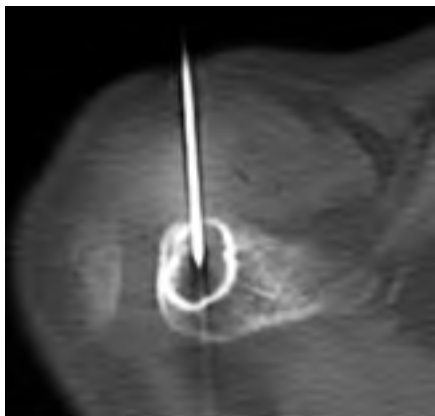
Biòpsia guiada per TAC.
